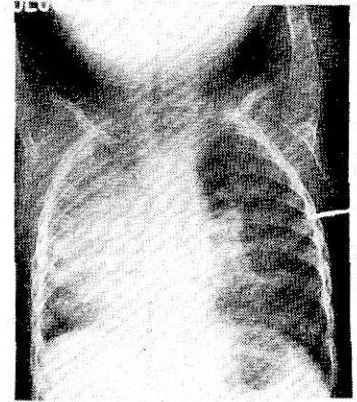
Observación N° 3. Radiografía simple de tórax. Desplazamiento del corazón a la derecha. Velamiento del campo pulmonar derecho.
